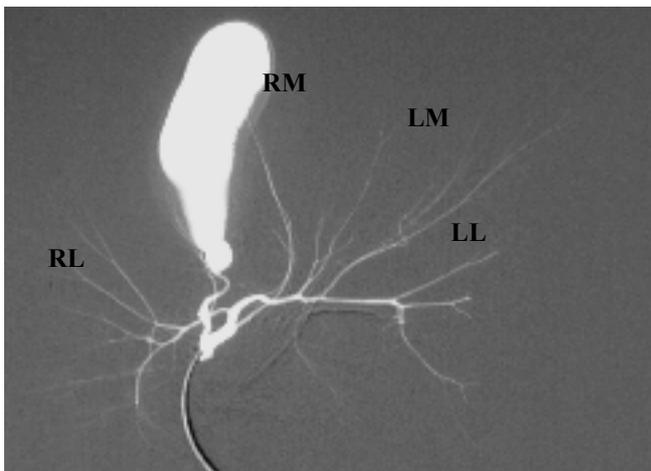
Ex-situ Cholangiographie in der E-Gruppe. (RM: rechtsmedial, RL: rechtslateral, LM: linksmedial und LL: linkslateral)
